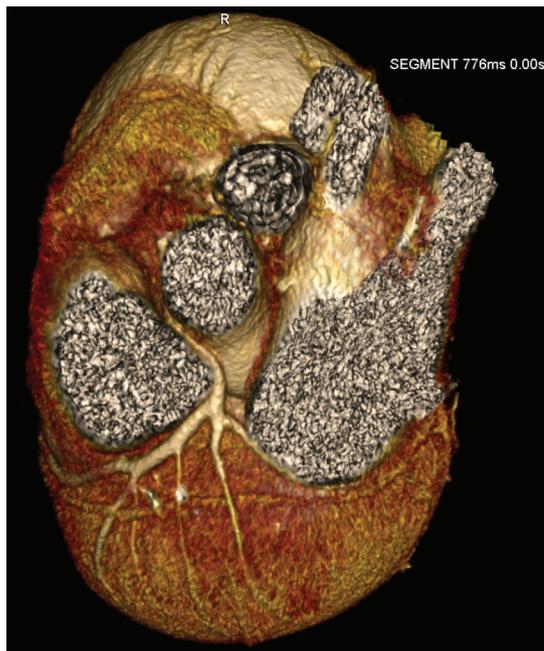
Angiotomografía coronaria multislice demostrando trayecto anómalo del tronco coronario izquierdo.
